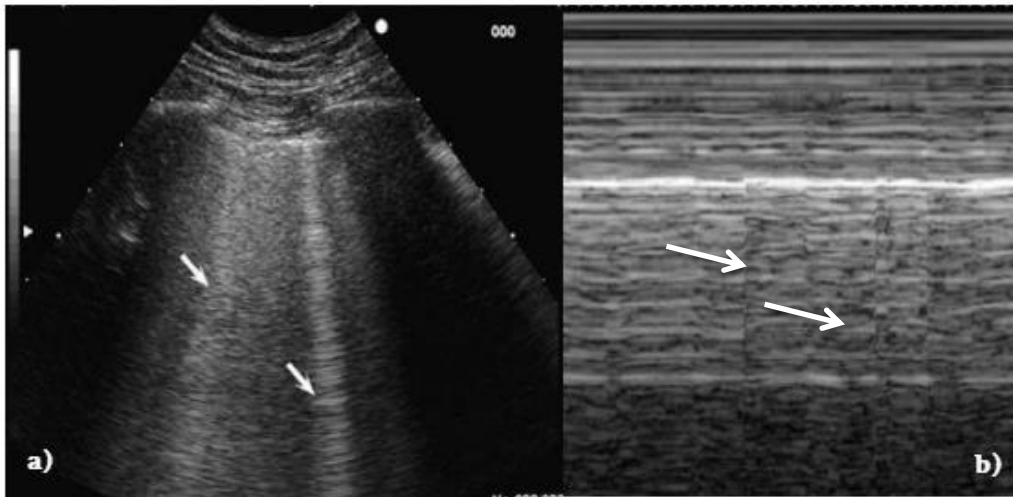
Imagen de ultrasonido pulmonar, demostrando la presencia de líneas B (flechas)
